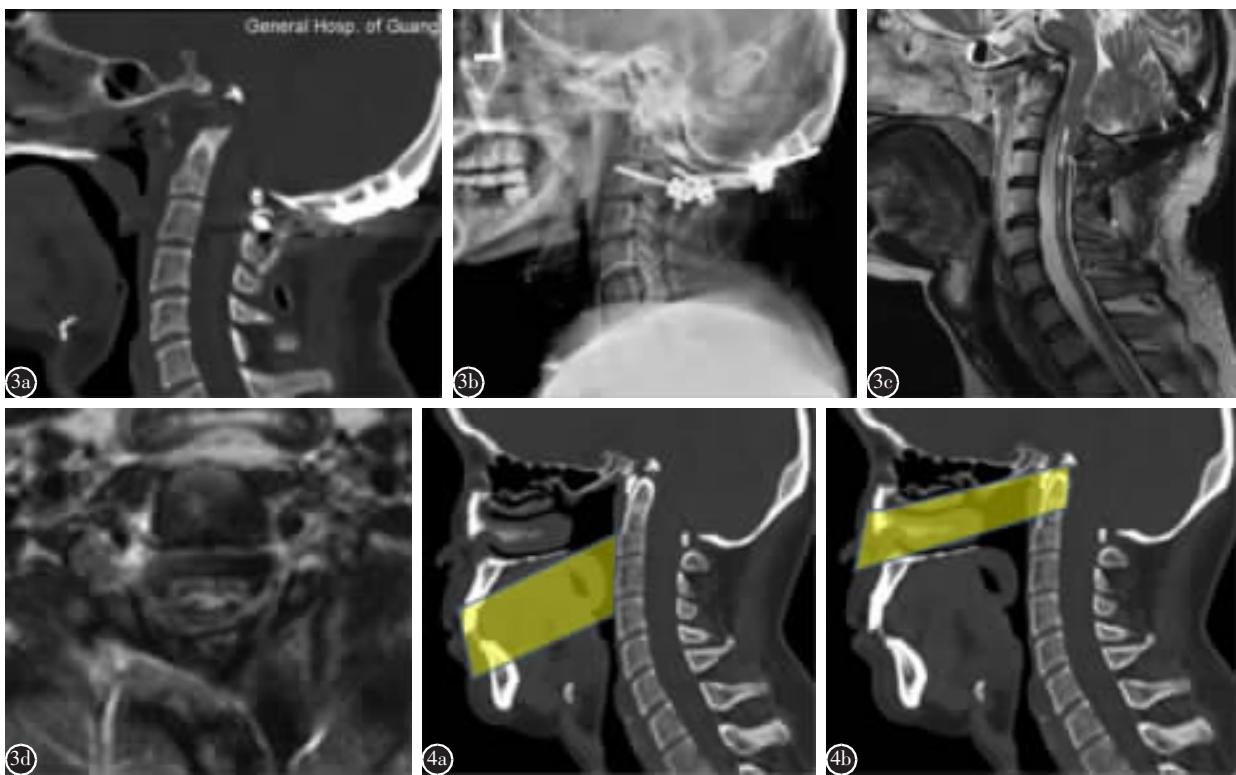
a 术后 1 周颈椎 CT 显示, 枢椎齿状突切除减压, 齿状突顶部残留软骨样组织少许 b 术后 1 周 X 线片显示枕颈椎内固定位置良好 c,d 术后 1 周 MRI 检查显示, 脑干压迫减轻, 颈脊髓空洞明显缩小 图 4 a 对本例患者经口咽入路无法到达目标区域 b 经鼻腔入路则是较为合理的手术方式
